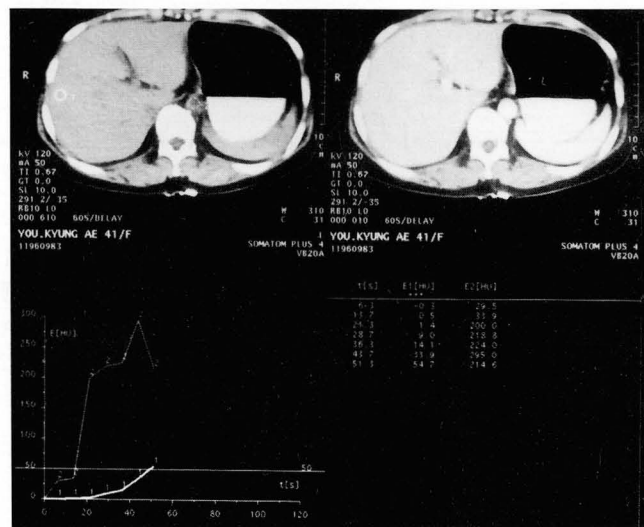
Monitoring CT scan of bolus tracking.
